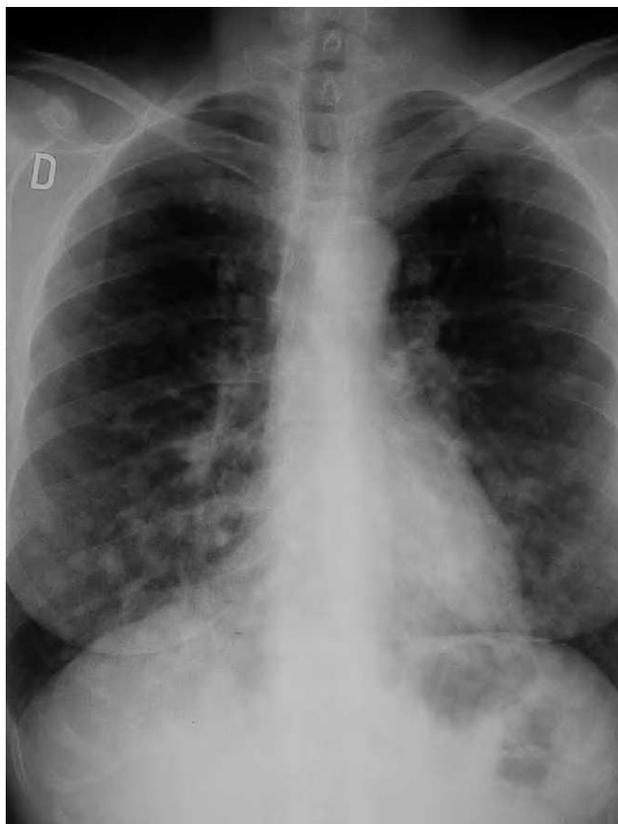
Radiografía de tórax: imágenes de metástasis en suelta de globos.
